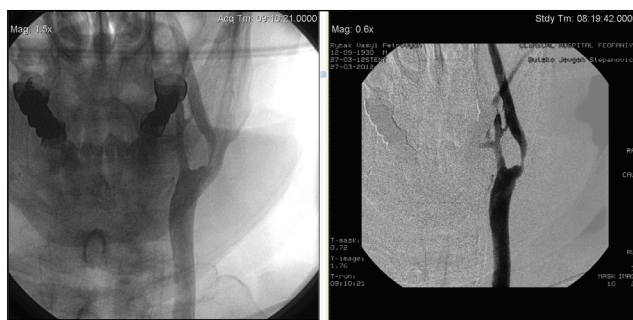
Рентгеноконтрастна ангіографія хворого Р. Субтотальні стенози лівих внутрішньої та зовнішньої сонних артерій
